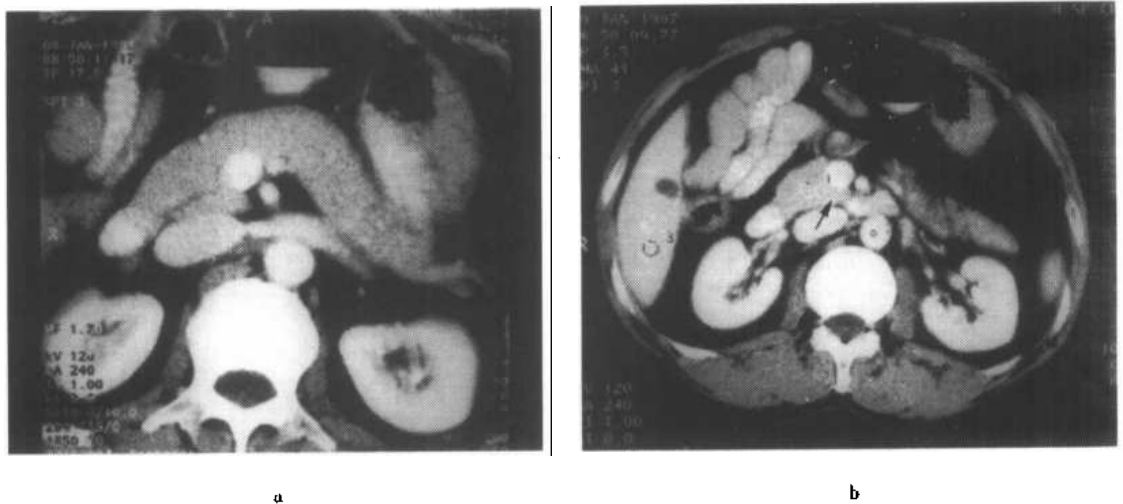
b CT 增强扫描示胰腺分部情况
